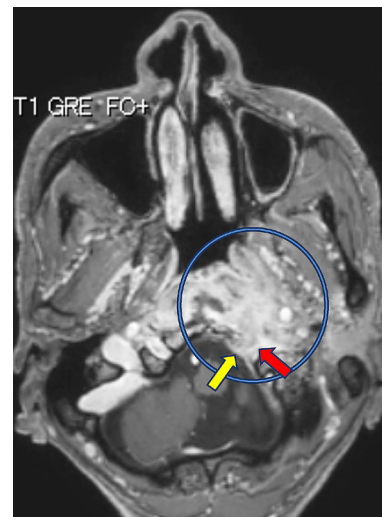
Magnetic resonance image T1 weighted image with gadolinium contrast. There is a STIR high signal lesion with an irregular border predominantly on the left side of the nasopharynx, showing enhancement effect. There is a partial internal area of poor enhancement. The lesion extends into the left hypoglossal neural tube (red arrow) with surrounding bone destruction and partially extends into the dura (yellow arrow).
